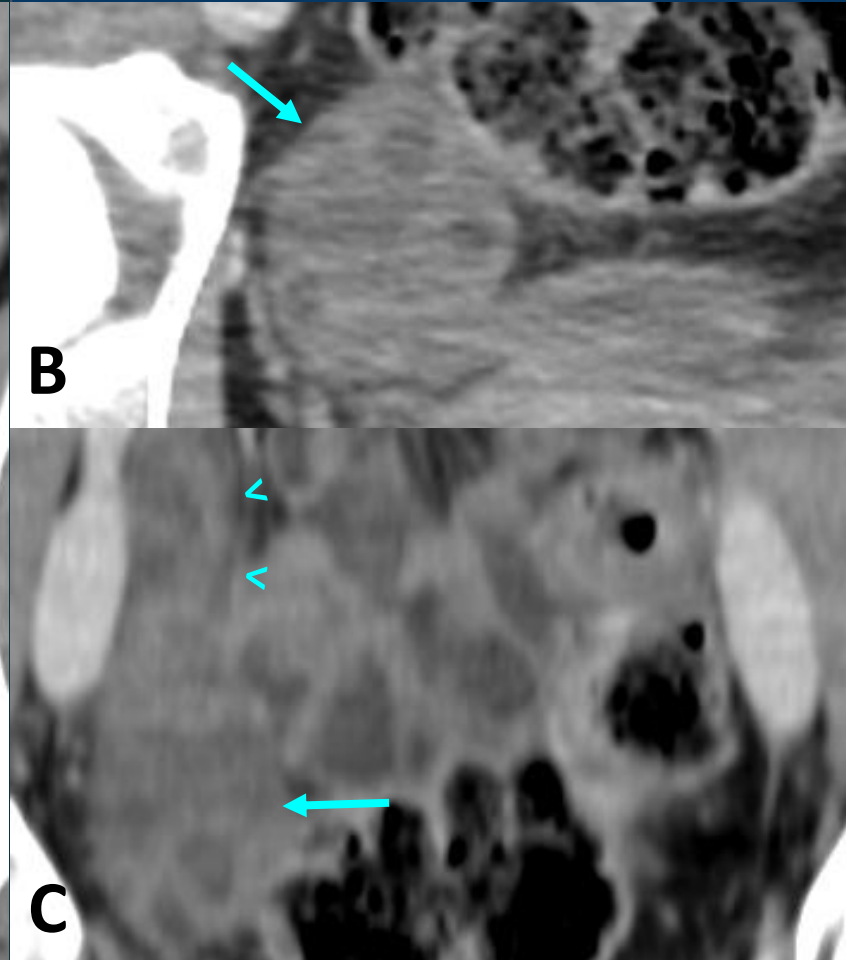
TC AP con CIV en fase portal, cortes axiales (A, B) y coronal (C). Colecciones periuterinas (asterisco) sugestivas de abscesos tubo-ováricos y hallazgos compatibles con TROMBOFLEBITIS DE LA VENA OVÁRICA DERECHA (circunferencia discontinua), consistentes en extenso defecto de repleción intraluminal que se extiende hasta su confluencia con VCI, aumento de calibre venoso, hiperrealce de pared y estriación de la grasa adyacente en su recorrido. Útero prominente con hallazgos sugestivos de endometritis (flecha).
